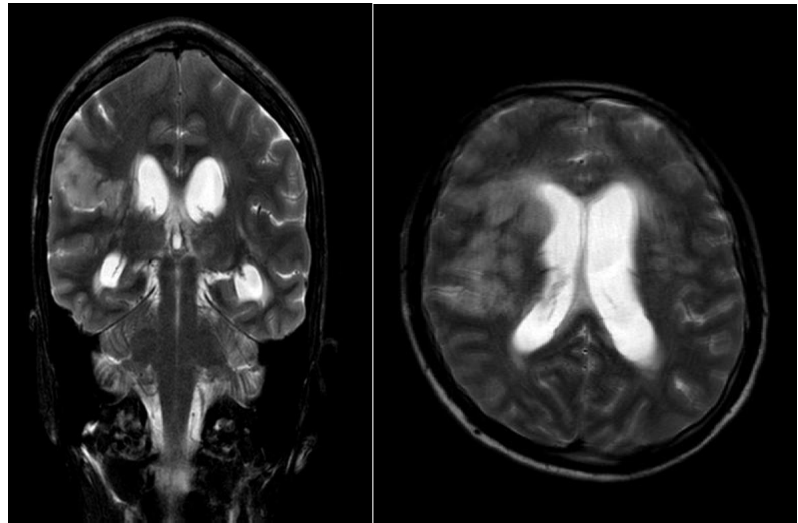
Ressonância magnética evidenciando infarto isquêmico e meningoencefalite na região insular a direita.
